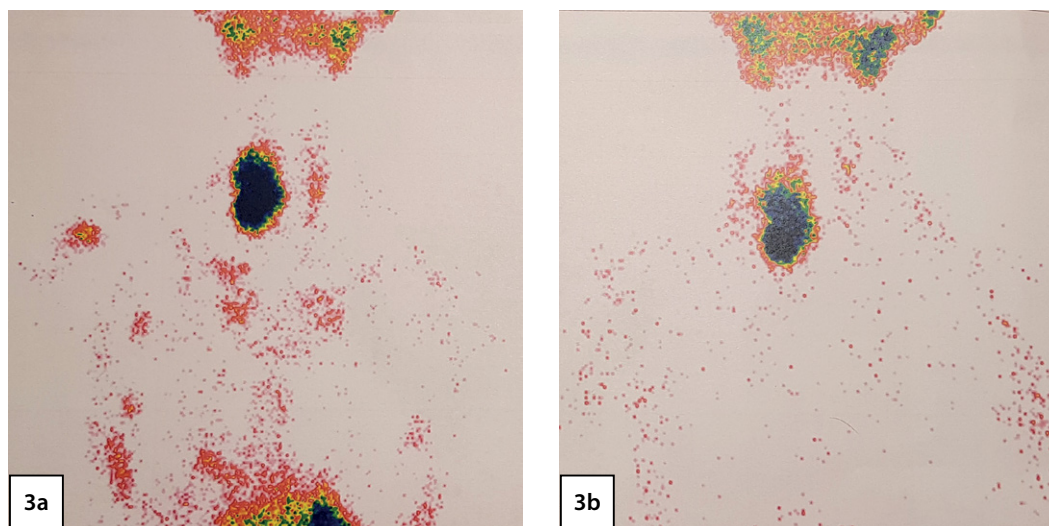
Сцинтиграфия околощитовидных желез: 3а — тиреоидная фаза; 3б — паратиреоидная фаза. В проекции правой доли щитовидной железы визуализируется очаг гиперфиксации радиофармпрепарата, крупных размеров, неправильной формы с неровными контурами.
